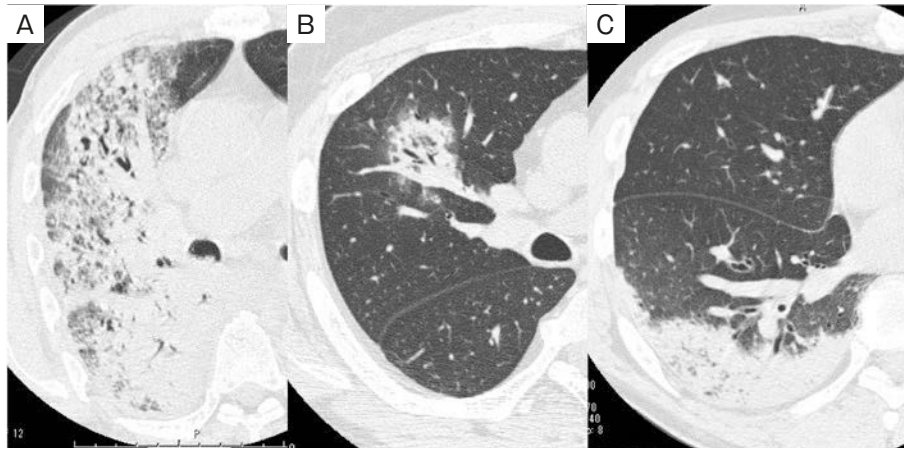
Computed tomography patterns of community-acquired pneumonia due to *C. psittaci*. Imaging patterns were classified into 3 groups: lobar pneumonia, bronchopneumonia, and others. Patterns in “others” were consistent with subpleural consolidation.
